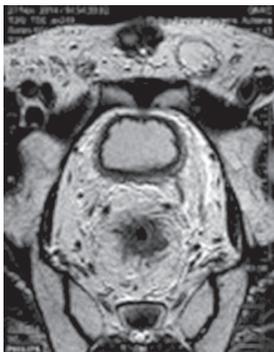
Магнитно-резонансная томография. Рак толстого кишечника
